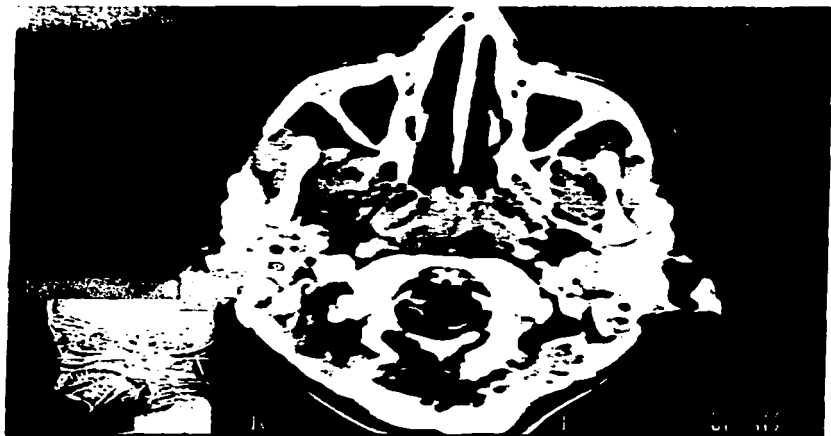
TAC de parótidas a los 12 años de edad del Caso 6 en la que se aprecia hipertrofia de ambas parótidas y lesiones quísticas en parótida derecha
